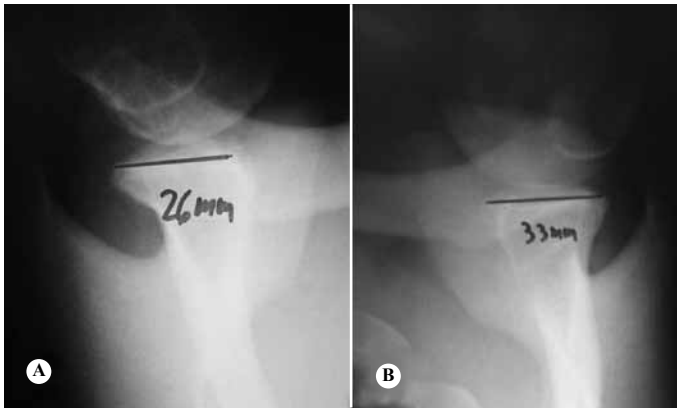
Radiografia simples bilateral do ombro na incidência de Bernageau. A) Evidencia-se defeito ósseo anteroinferior da cavidade glenoidal e B) normal.
